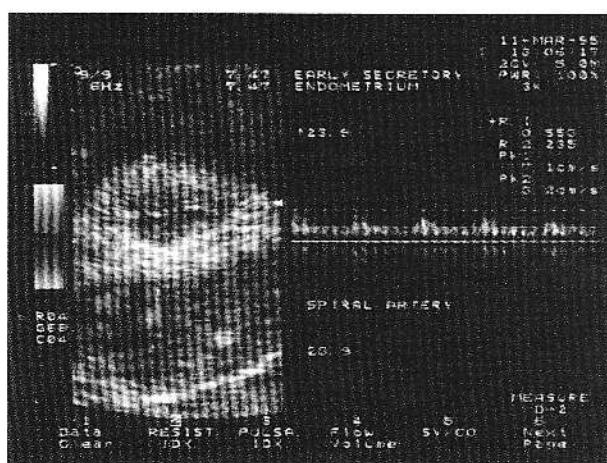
Vizualizarea fluxului sanguin în arterele spirale prin tehnica Doppler duplex.
